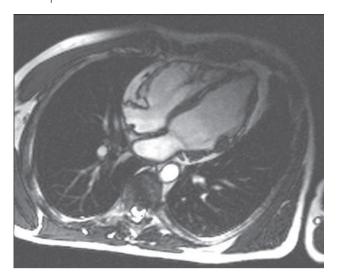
МРТ в поперечной плоскости, Т1-взвешенные изображения. Виден тонкий слой жировой ткани в области верхушечного сегмента боковой стенки
